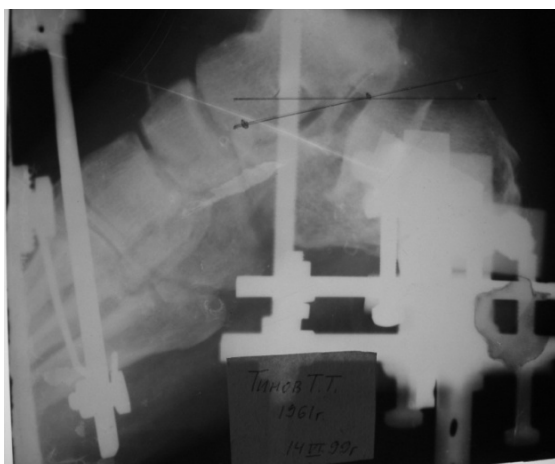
и 4. Рентгенограммы больного Т., 38 лет, после репозиции и фиксации с помощью устройства (рис. 3 – прямая проекция; рис.4 – боковая проекция)
